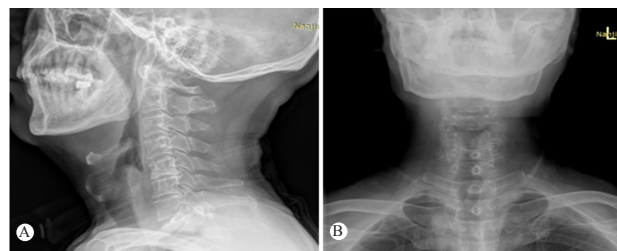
拔管后复查 X 线及颈部 CT 提示会厌水肿明显消退
